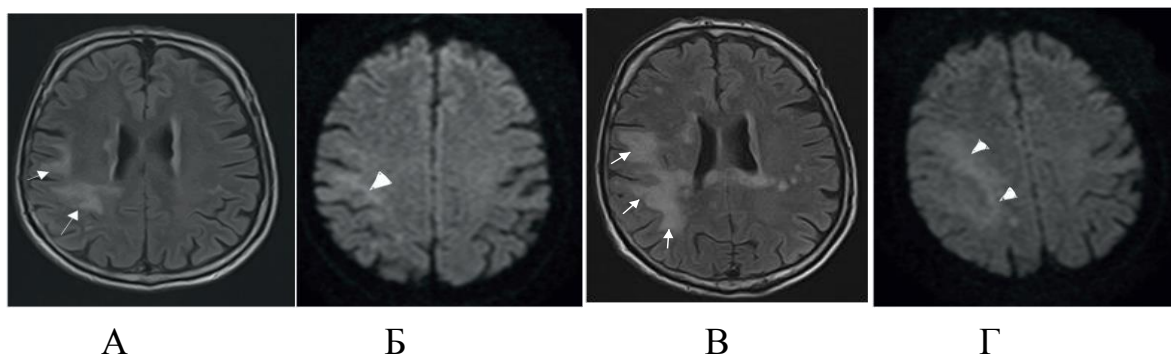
Пациент Т., мужчина, 61 год. ПМЛ, СВИ. Начало АРТ 03.04.2017г. CD4=115 кл/мкл (11%), РНК ВИЧ=290214 коп/мл. Ухудшение неврологического статуса (левосторонний гемипарез, судороги). При исследовании цереброспинальной жидкости - серозный менингит. В июне 2017г. CD4=121 кл/мкл (11%), РНК ВИЧ=808. На МРТ: А, Г – FLAIR, Б, Д – ДВИ с b-фактором 1000, В, Е – T2 ВИ. Выявляется краевое ограничение диффузии (головки стрелок) вокруг зоны изменений в правой теменной доле (стрелки). Увеличение зоны структурных изменений на контрольной МРТ (Г, Д, Е) через два месяца после первичного исследования (А, Б, В)
